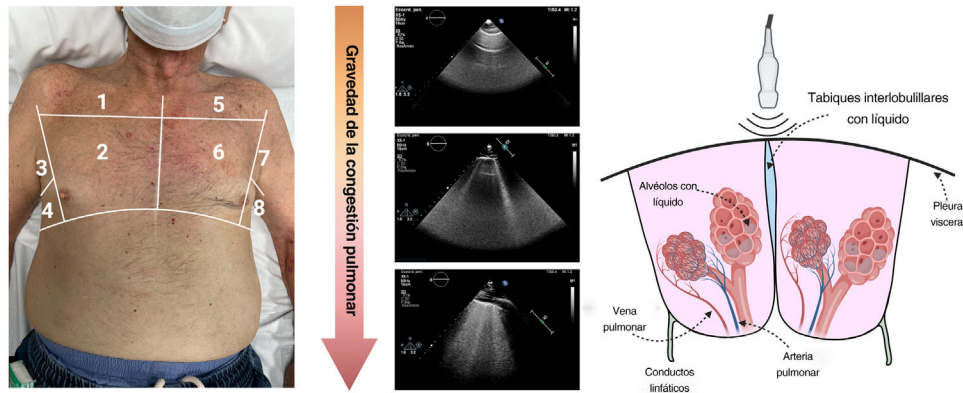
Ecografía pulmonar mediante el método de la división del tórax en 8 zonas.
